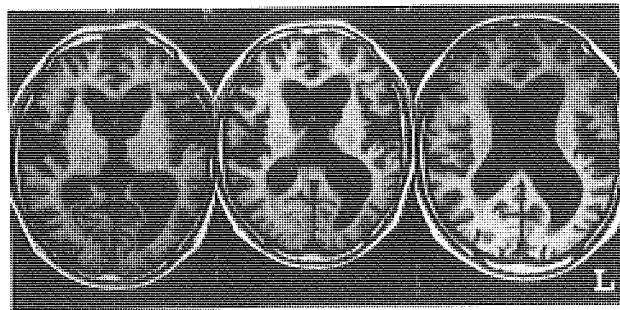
核磁気共鳴画像 (MRI) T1強調画像 (症例1)
